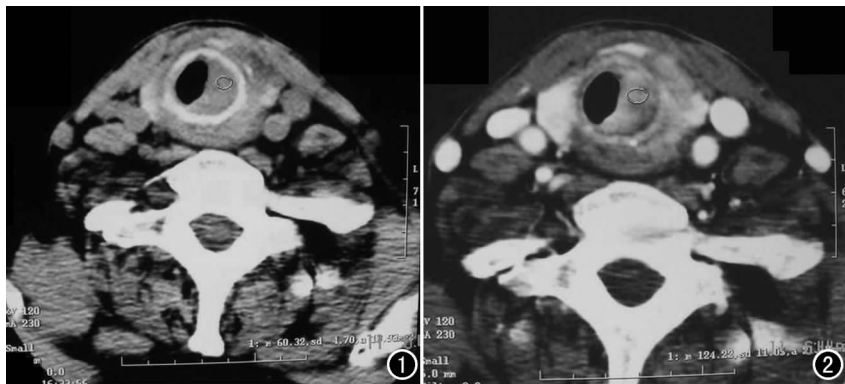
CT 平扫示喉、气管腔内外软组织肿块影。图 2 CT 增强扫描示喉、气管腔内外软组织肿块呈明显均匀强化。
